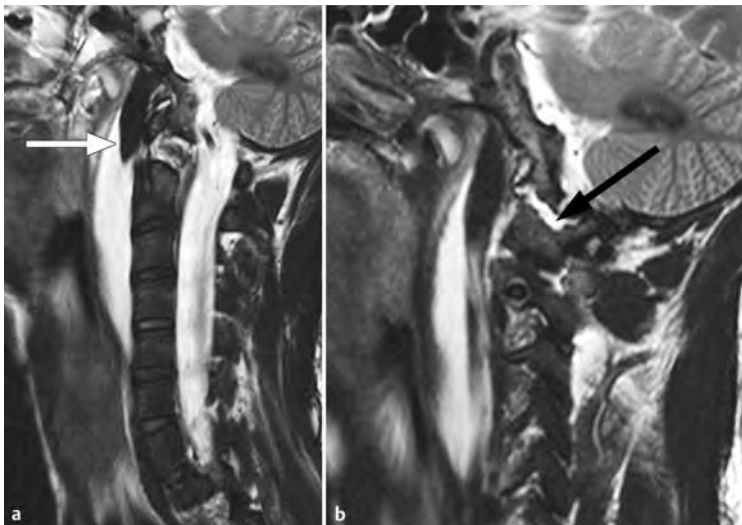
Durale Liquorfistel bei älterer Verletzung im kraniozervikalen Übergang nach erneutem HWS-Trauma. a Ausbildung eines retropharyngealen Liquorkissens in der MRT T2w sagittal. b Der Duradefekt lag in Höhe C0–C1 (Pfeil).
